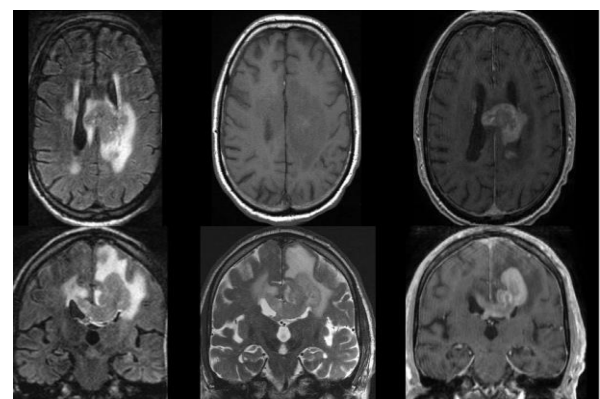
Aspect IRM d'un lymphome primitif
